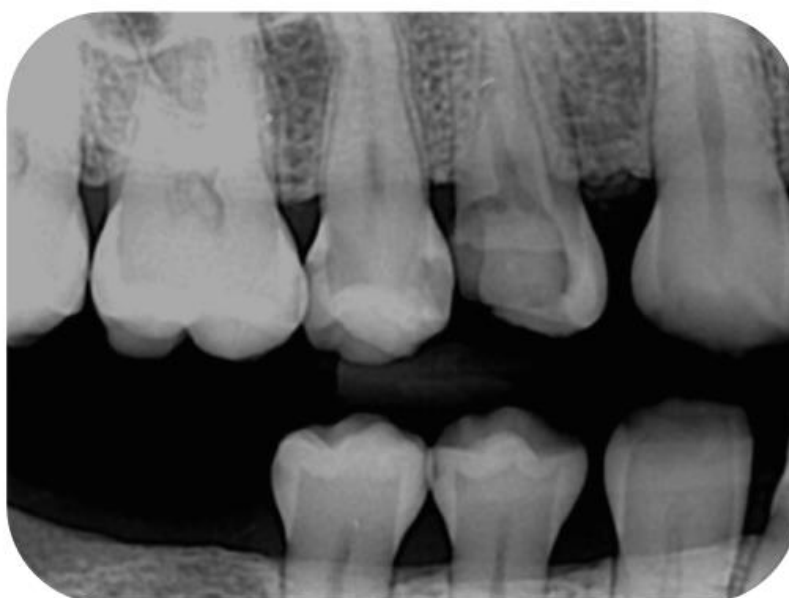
Radiografia interproximal evidenciando região radiolúcida em um primeiro pré-molar superior direito sugestivo de cárie. Observa-se distância da crista óssea alveolar à margem da cárie inferior a 3 milímetros de comprimento, fortalecendo a necessidade de tratamento cirúrgico periodontal para restabelecimento do espaço para o tecido de inserção supracrestal.
